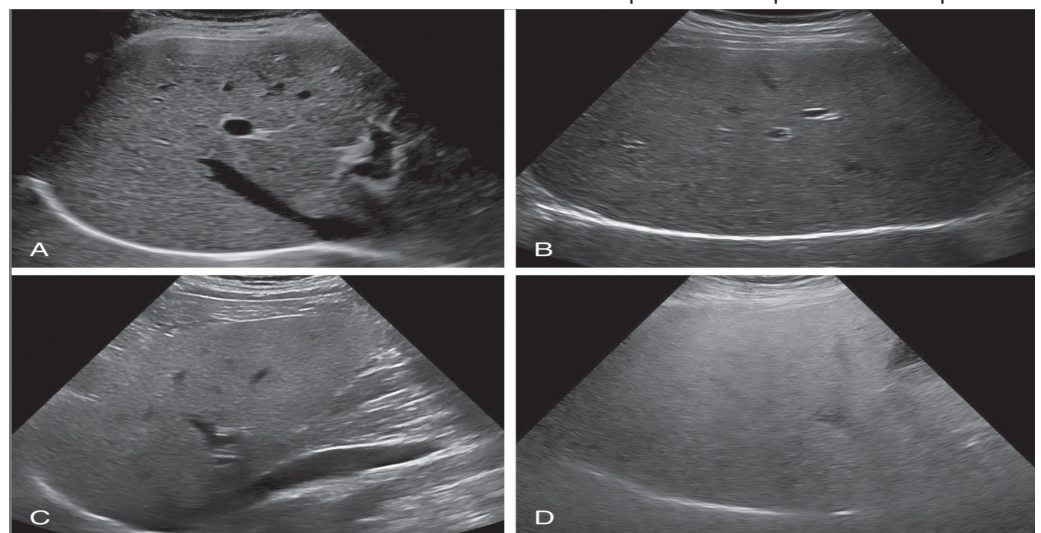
Ky imazh ilustron ndryshimin në ekogjenicitetin e mëlçisë në gradat e steatozës: (A) - normal, (B) - lehtë, (C) - moderate, (D) - e rëndë. Tregohet se me rritjen e yndyrës në mëlçi, rritet edhe ekogjeniciteti i mëlçisë, duke ulur qartësinë e strukturave vaskulare dhe strukturave të thella ([https://radiologykey.com/noninvasive-assessment-of-liver-steatosis-with-ultrasound-techniques/?utm\\_source=chatgpt.com](https://radiologykey.com/noninvasive-assessment-of-liver-steatosis-with-ultrasound-techniques/?utm_source=chatgpt.com)).
